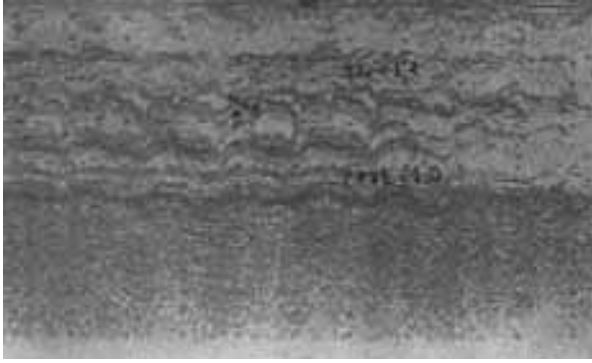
Ecocardiograma evidenciando hipertrofia septal assimétrica e movimento sistólico anterior mitral.
